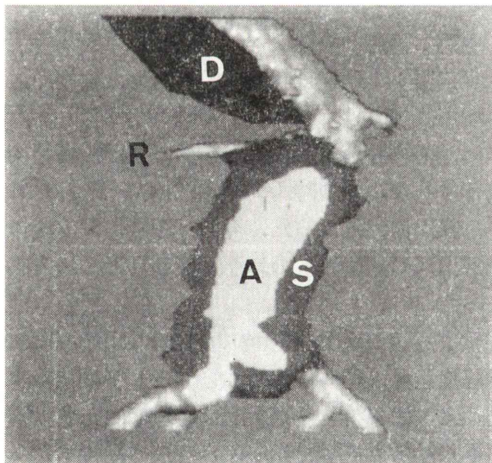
Cross-sectional 3D view of inflammatory abdominal aortic aneurysm reconstructed from consecutive CT images. A: abdominal aortic aneurysm, S: soft tissue mass (fibrosis), D: residual dissecting lumen, R: right renal artery.
